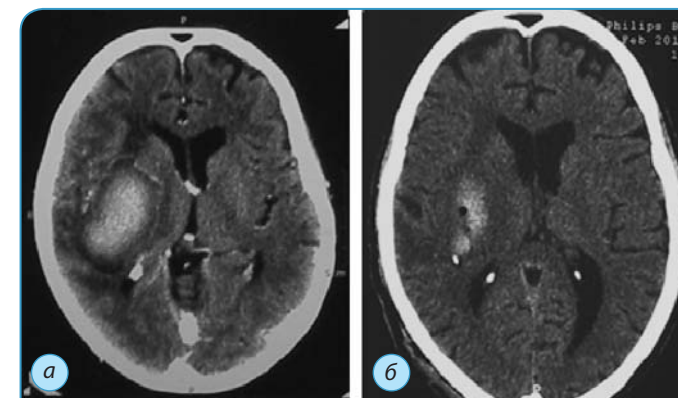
МРТ головного мозга больной 3.:
